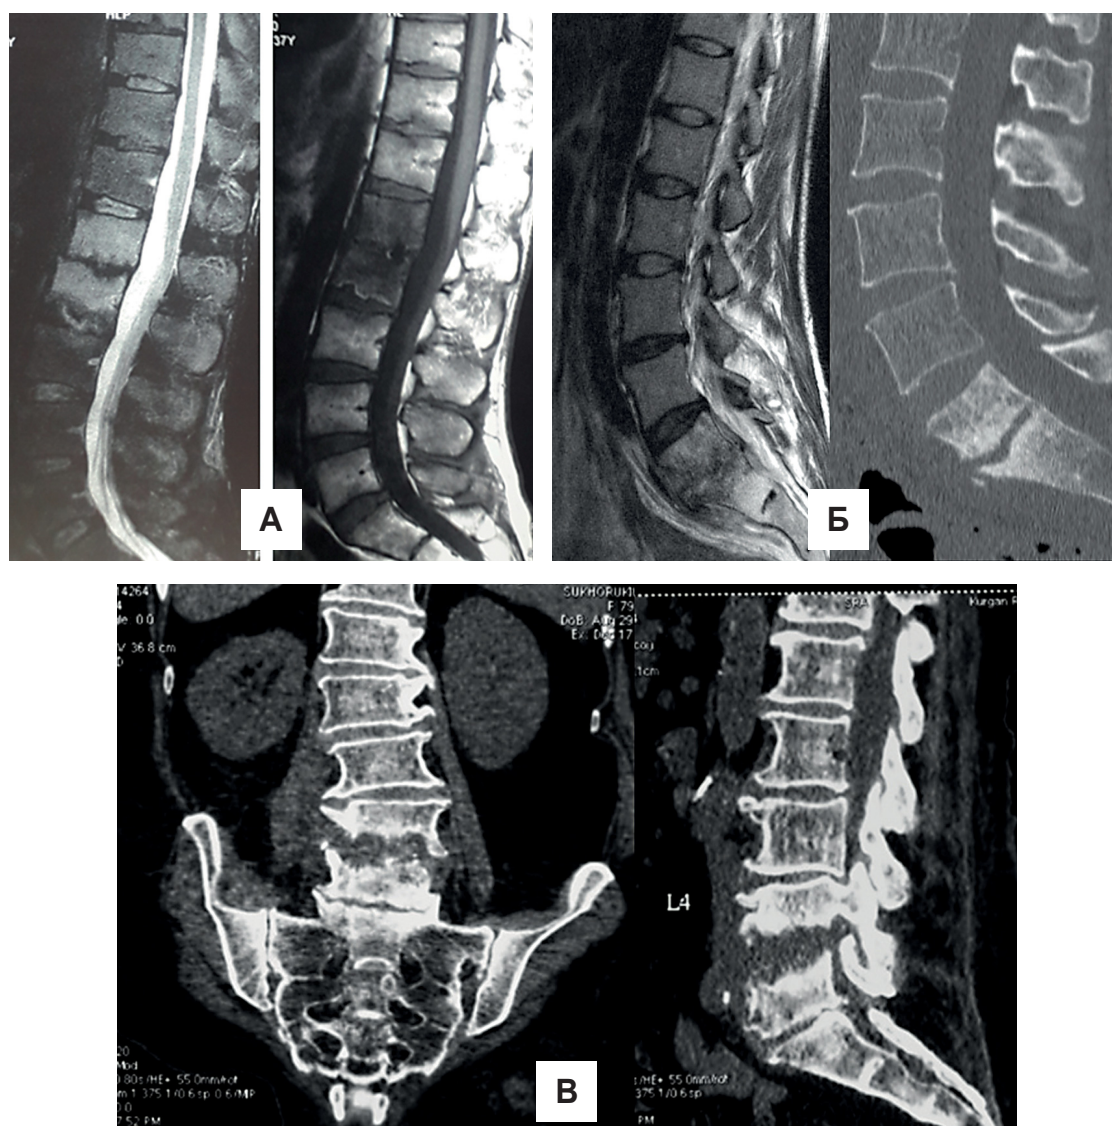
МРТ и КТ после малоинвазивного оперативного лечения, А. Спондилодисцит L1-2 купирован; Б. Спондилодисцит L5-S1 купирован. Отсутствие признаков эпидурального абсцесса; В. Спондилодисцит L4-5 купирован. Отсутствие признаков эпидурального абсцесса и псоас-абсцесса.
